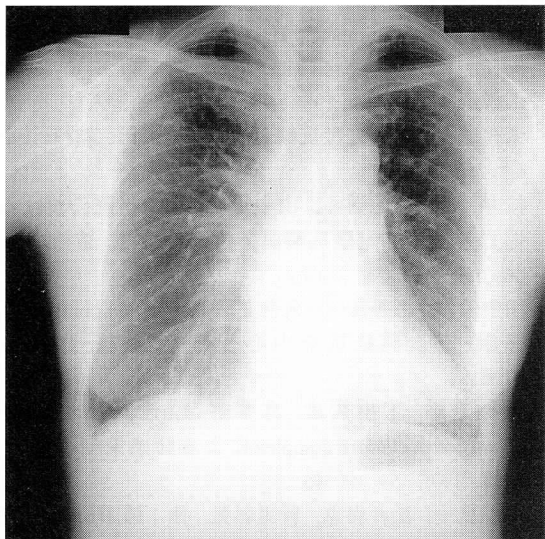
Chest radiograph taken three months before admission showing diffuse interstitial shadows such as reticulonodular or honey-comb shadows in the bilateral lower fields.
